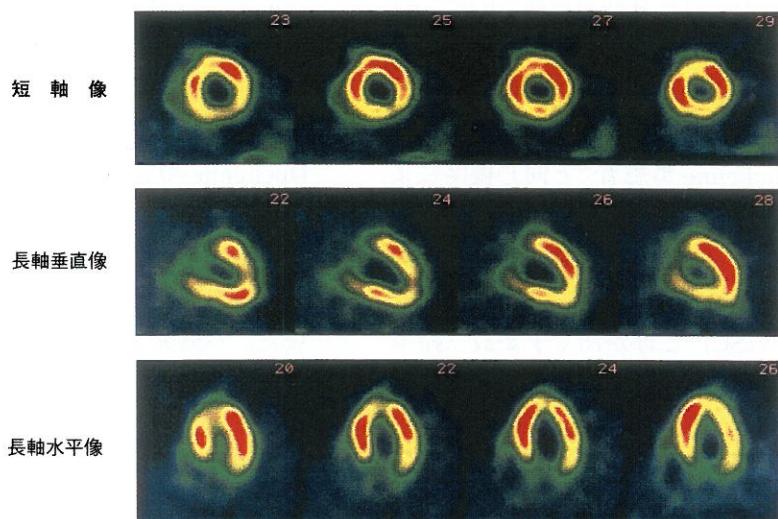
女性保因者（51歳）のタリウム201-心筋SPECT⁷⁾
